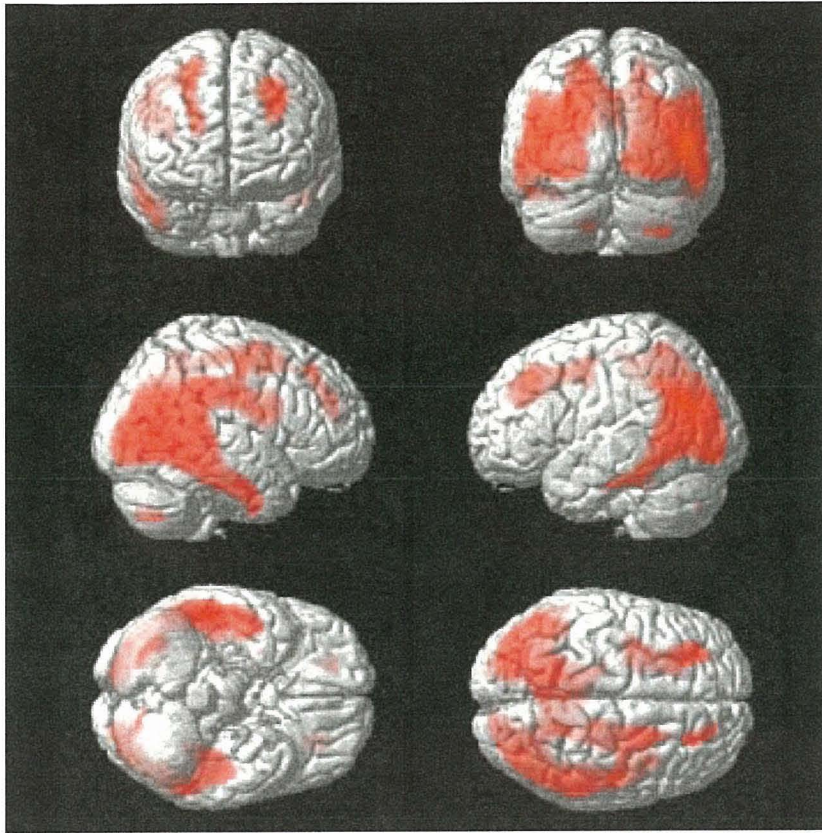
健常高齢者に比べてAD症例で有意にSUVR値の上昇していた領域
